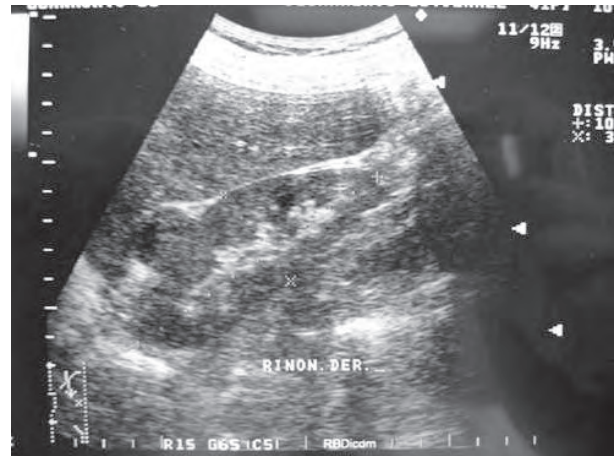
Ultrasonido renal. Con presencia de la lesión ecogénica, heterogénea y reforzamiento posterior.
